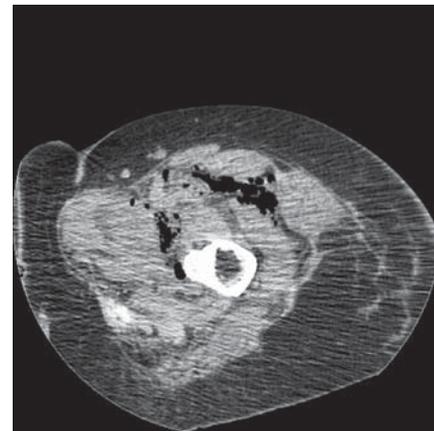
TAC sin contraste. Imagen de gas en musculatura anterior de muslo izquierdo.
